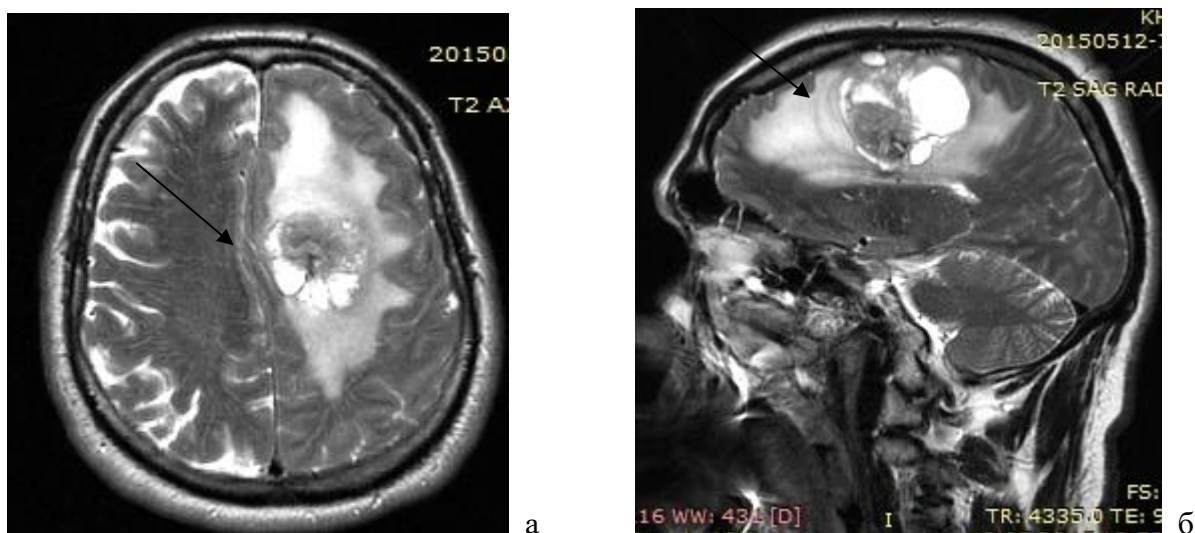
(а, б). – МРТ пациента в Т2 режиме с глиальным образованием лобной и теменной долей слева, с солидным (а) и кистозным (б) компонентом (указано стрелками), дислокацией срединных структур и выраженным перифокальным отёком
